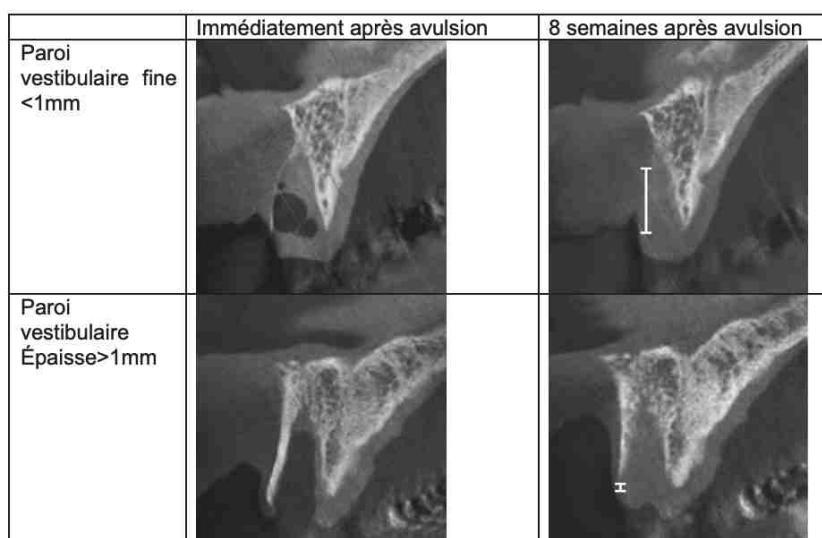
Coupe CBCT de l'os maxillaire, le jour de l'avulsion et huit semaines après. Notons la disparition complète du rempart alvéolaire pour des parois fines (12).
